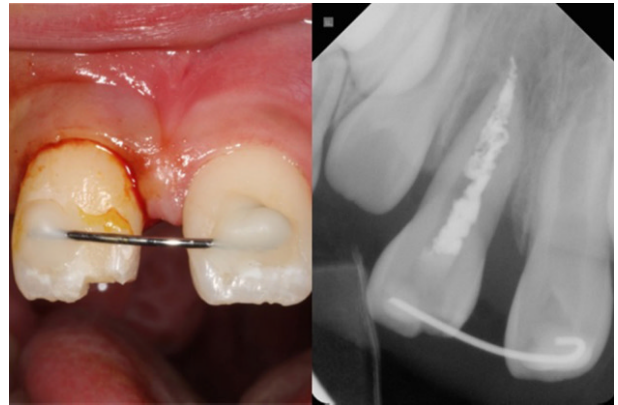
Post-operative intraoral photo and radiograph after surgical repositioning with resin wire splint and calcium hydroxide (Vitapex®) application for apexification.
